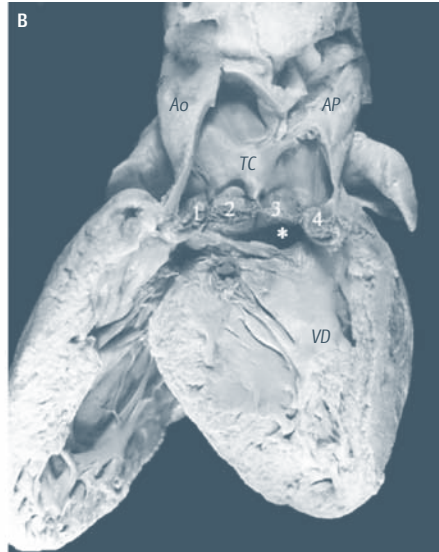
Conexión ventriculoarterial única vía de salida (tronco arterioso común). A, vista externa, obsérvese el arco aórtico hacia la derecha. B, vista interna. (Asterisco, comunicación interventricular; Ao, aorta; AP, arteria pulmonar; VD, ventrículo derecho; VI, ventrículo izquierdo; TC, tronco común; T, tráquea; 1-4, sigmoideas de la válvula troncal.)
